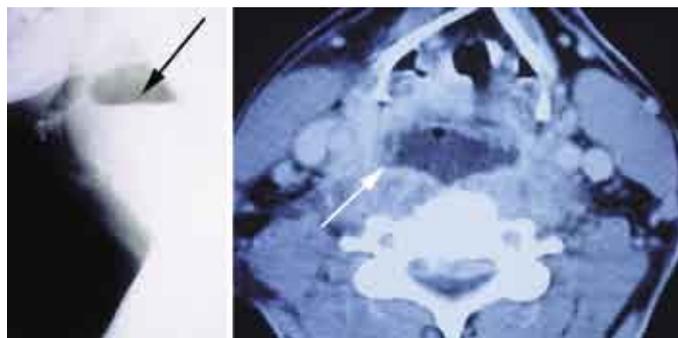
Absceso retrofaríngeo (Rx simple lateral de cuello, TC cervical axial).
